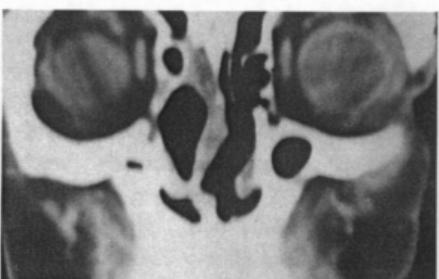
Computerized tomography scanning 1 month postoperatively showed mild surgical wound edema at tumor stalk.
